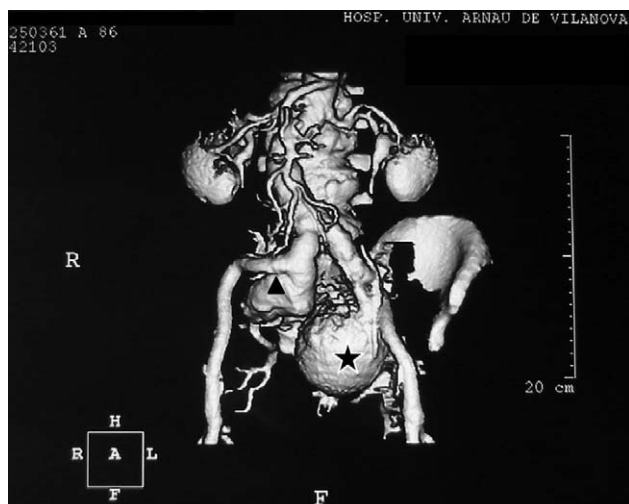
Tomografía axial computarizada abdominal. Obsérvese la reconstrucción en 3D con ambos aneurismas de las arterias ilíacas internas, marcados con una estrella (izquierda) y con un triángulo (derecha).
